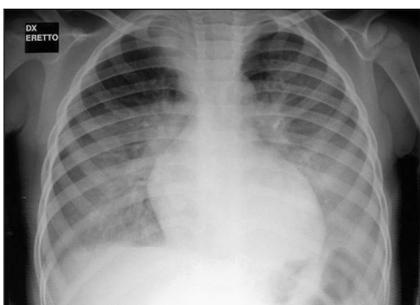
Radiografia del torace: sindrome acuta toracica in un bambino di 4 anni.
